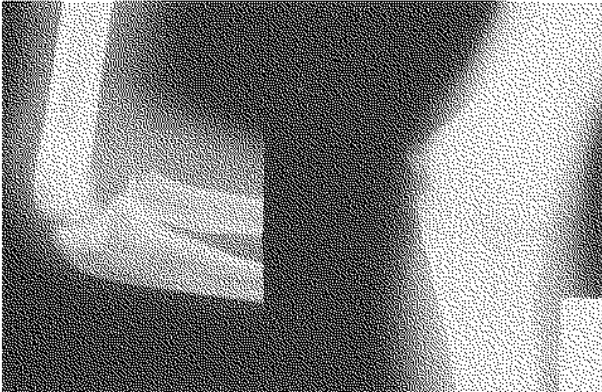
Radiographie de face et de profil montrant une luxation antérieure isolée de la tête radiale (observation n° 1).
